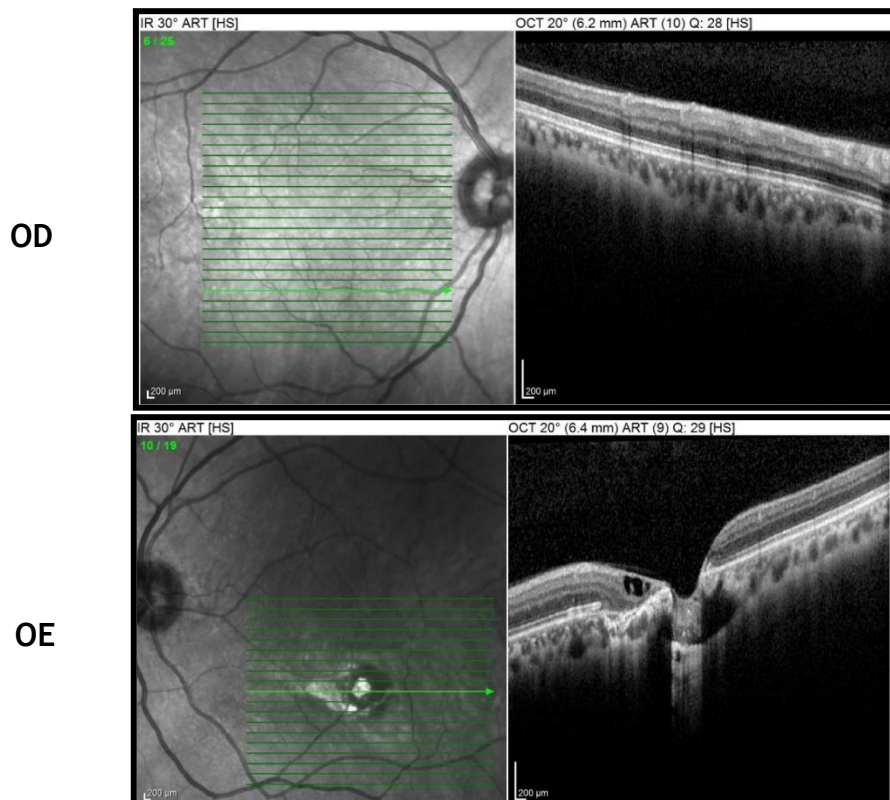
Imagem de tomografia de coerência ótica do OD e OE (Imagem cedida pelo Centro Clínico e Experimental em Ciências da Visão)
